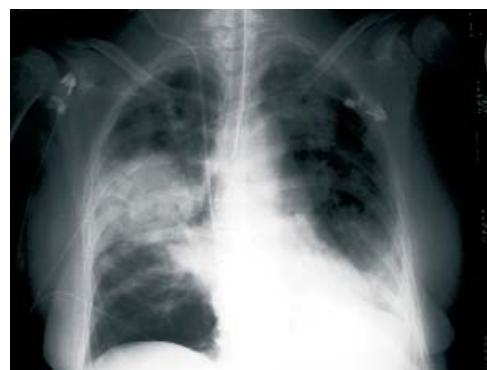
Radiografía de tórax tras unas horas del ingreso.
